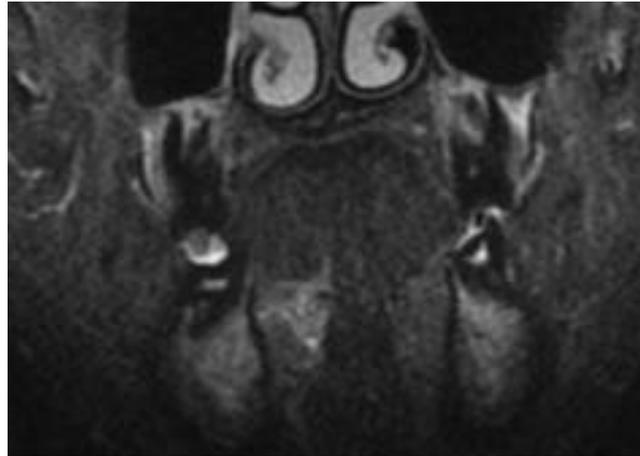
Resonancia magnética de macizo facial y cuello. Se observa imagen hipodensa confirmatoria en la zona donde se encuentra la lesión
